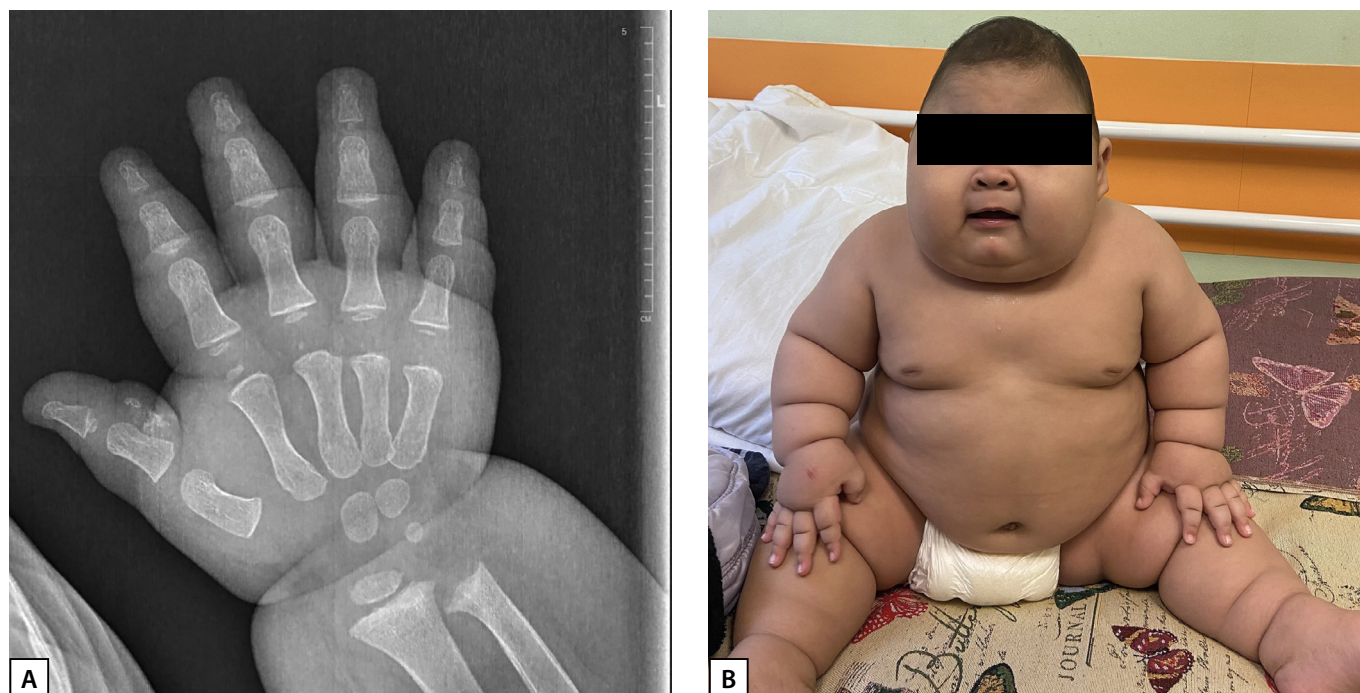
Фенотипические особенности у мальчика с ПГП 1а: А — Брахидактилия и подкожные кальцинаты (рентгенография кистей с лучезапястными суставами); В — лунообразное лицо, морбидное ожирение.
